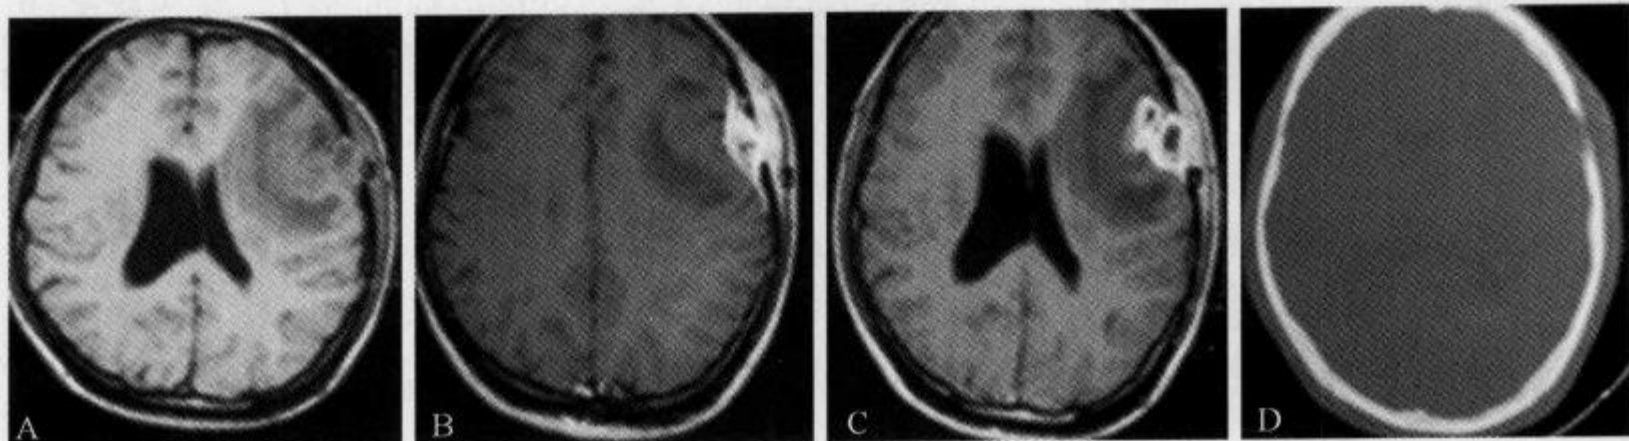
CT 和 MRI 表现显示的重要征象
